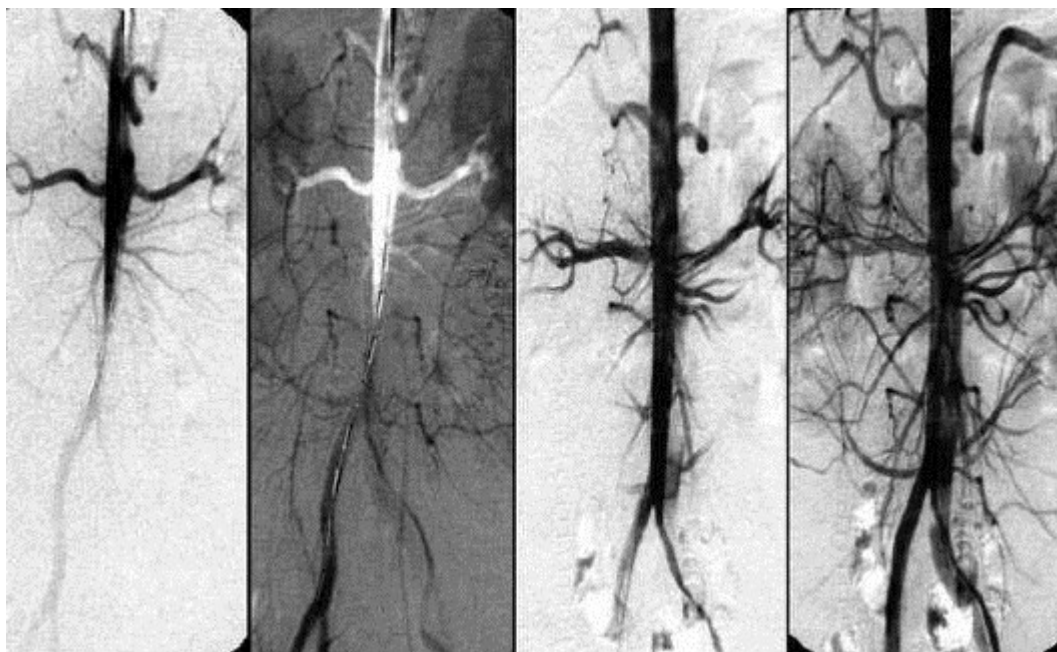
Гипоперфузия дистальной аорты вследствие окклюдящего варианта расслаивающей аневризмы типа В (установка стент-графта в истинном просвете проксимальной нисходящей аорты позволила восстановить кровоток в брюшной полости и ногах).
